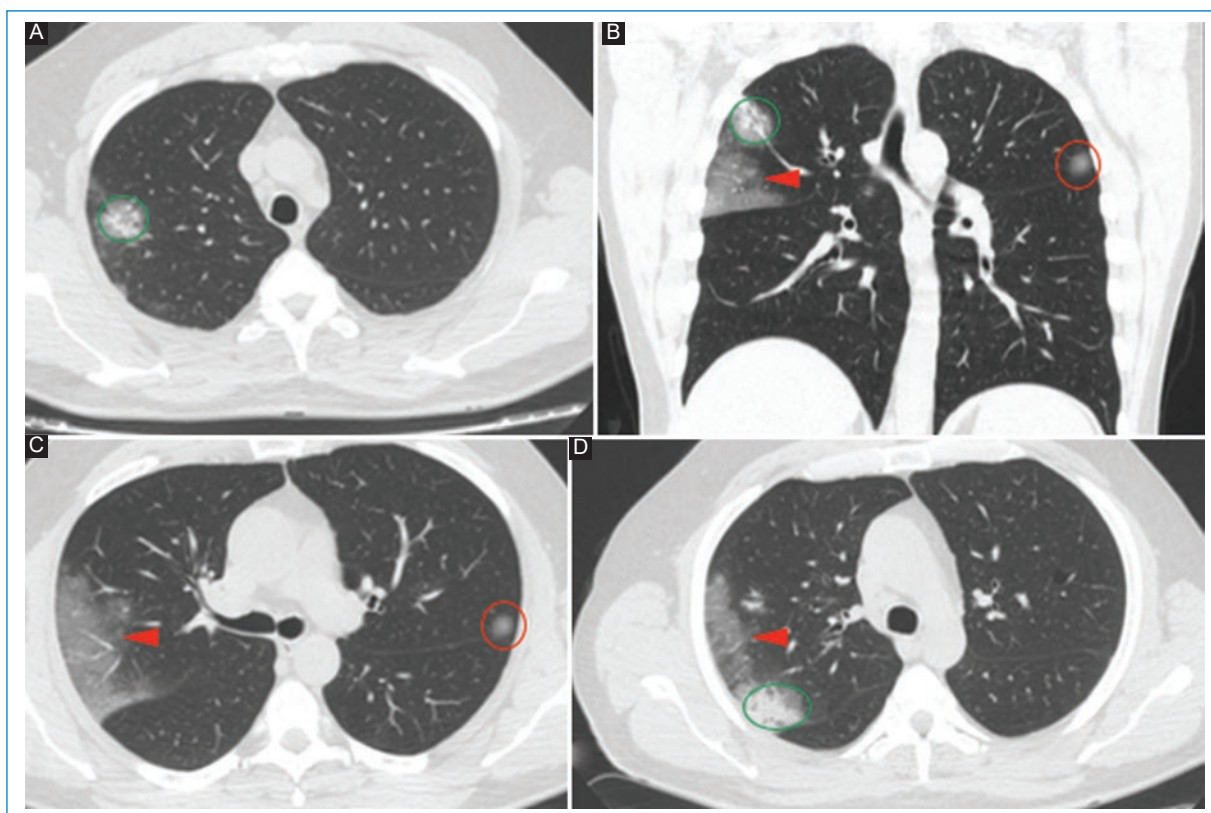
Personal de salud del sexo masculino, de 54 años, consulta por cuadro de tos seca, odinofagia, cefalea holocraneana, malestar general, y febrícula. Presenta historia de un viaje reciente a Europa, PCR +. A, B, C y D: cortes axiales y coronales de TC. En los segmentos anterior y posterior del LSD, se observan opacidades consolidativas con broncograma aéreo, de localización subpleural (círculo verde). Se observan además opacidades en vidrio esmerilado periféricas en el LSD (triángulo rojo), y una redondeada en el LSI (círculo rojo).
